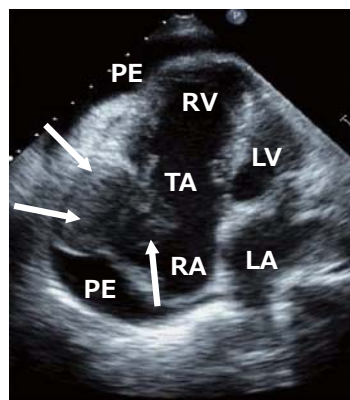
心エコー:心臓内腫瘍と心嚢液貯留を認める
